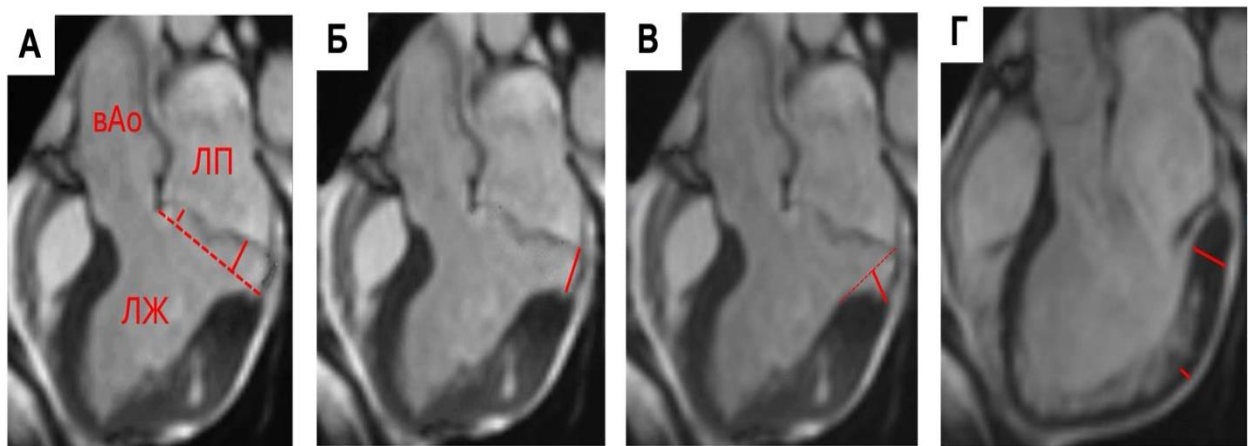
Кино-МРТ, 3-камерная проекция: А - систола, пролапс передней и задней створок митрального клапана (показаны линией, пунктирная линия – фиброзное кольцо МК); Б – систола, смещение точки крепления задней створки митрального клапана (показана линией), В – систола, оценка систолического скручивания (показано линией); Г – диастола, измерение толщины боковой стенки левого желудочка на базальном и среднем уровнях [181].
